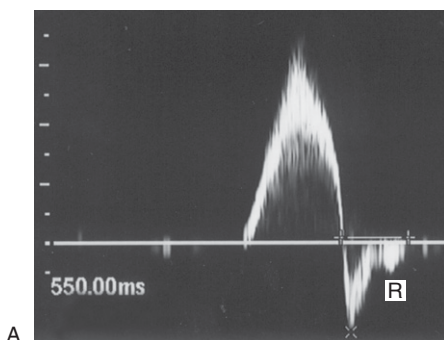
Dauer und Schweregrad des venösen Refluxes lassen sich mittels Spektraldopplersonographie beurteilen. A: Mäßiger venöser Reflux von 0,55 s Dauer (R) im Bereich der Vena-saphena-magna-Crosse nach distaler Flussverstärkung. B: Schwerer venöser Reflux (R) von > 2 Sekunden Dauer im Bereich der Vena-saphena-magna-Crosse.
